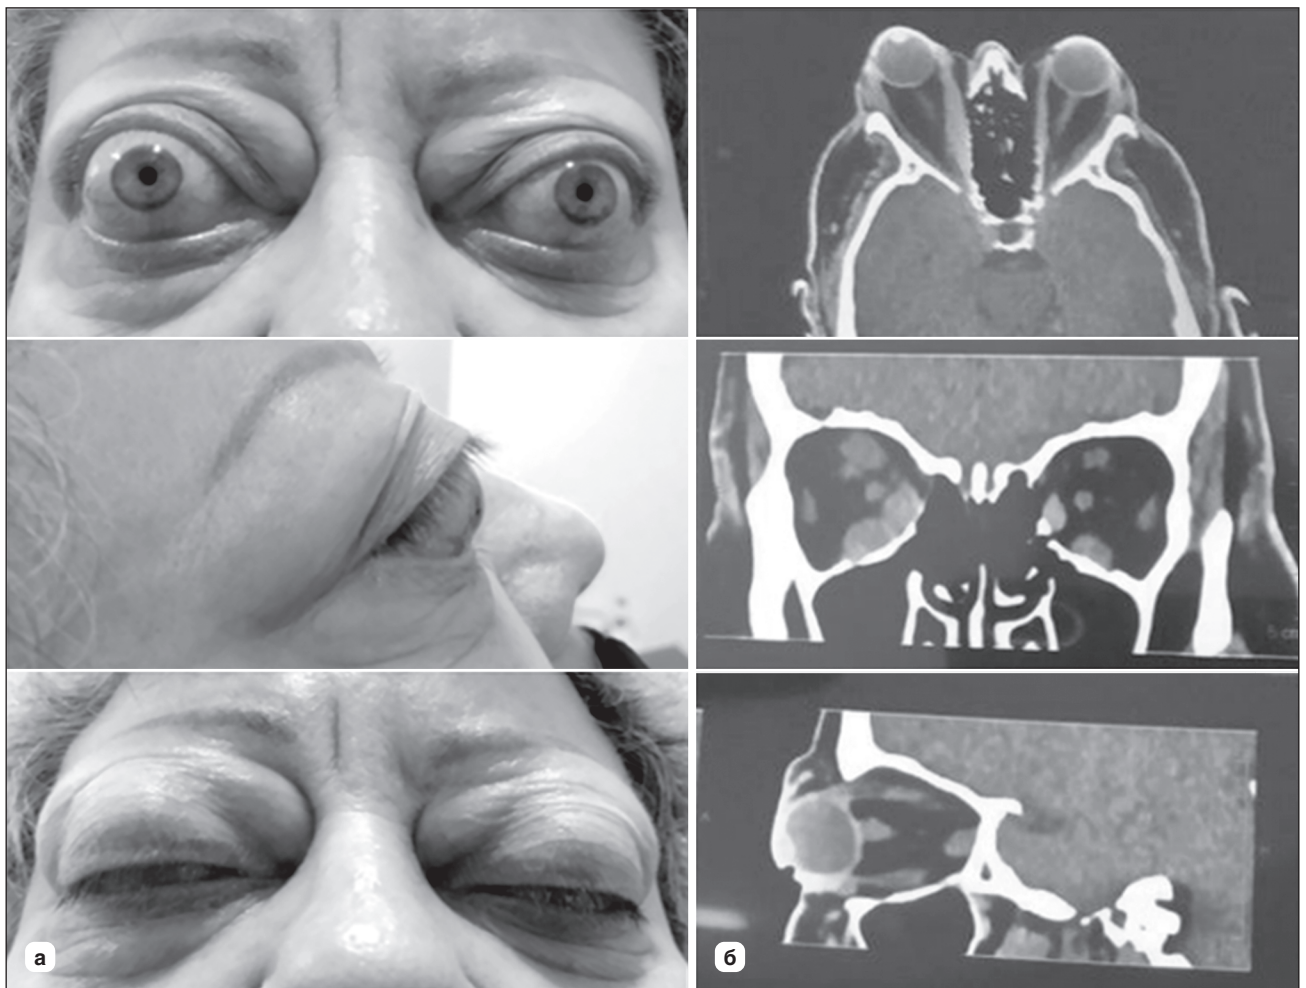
Зовнішній вигляд пацієнтки з ендокринною орбітопатією (а) та комп'ютерні томограми зі змінами м'яких тканин орбіти в різних площинах (б)
